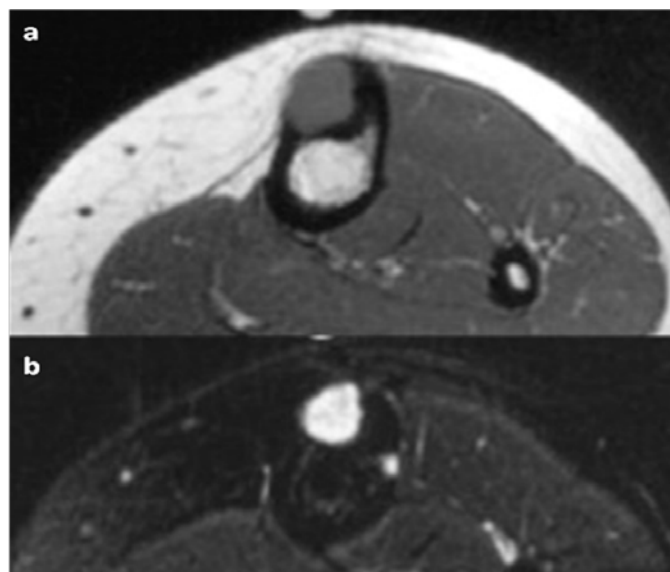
IRM de la jambe gauche en coupe axiale, en pondération T1 (a) et en T2 (b) : Dysplasie ostéofibreuse. Lésion corticale expansive en signal intermédiaire sur la séquence en T1 et en hypersignal T2 franc [115].
